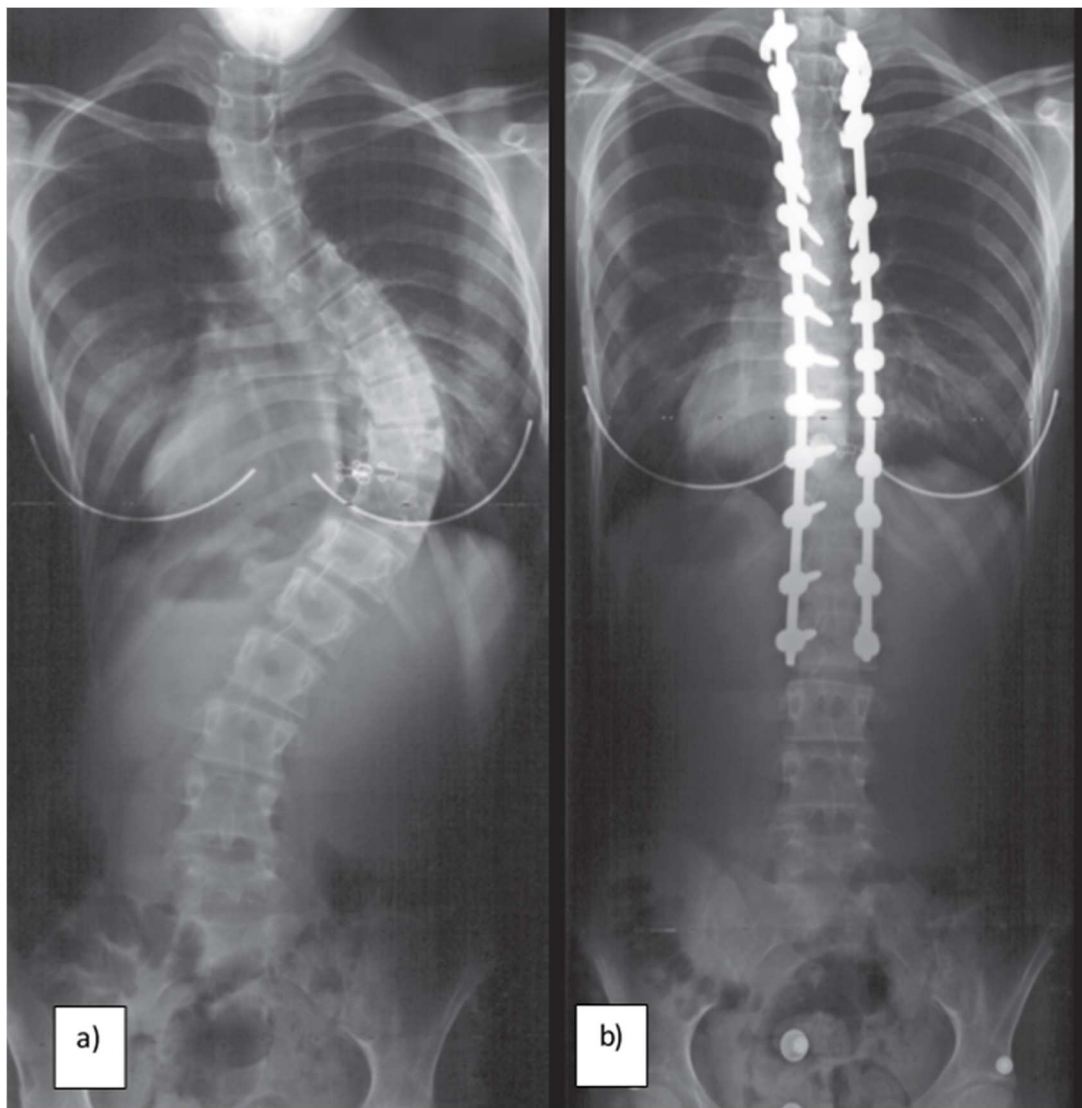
Radiografias de uma paciente adolescente com escoliose idiopática da adolescente tratada com parafusos pediculares numa abordagem posterior da coluna vertebral. a) Radiografia posterior-anterior (PA) pré-operatória; b) Radiografia PA pós-operatória [27].
